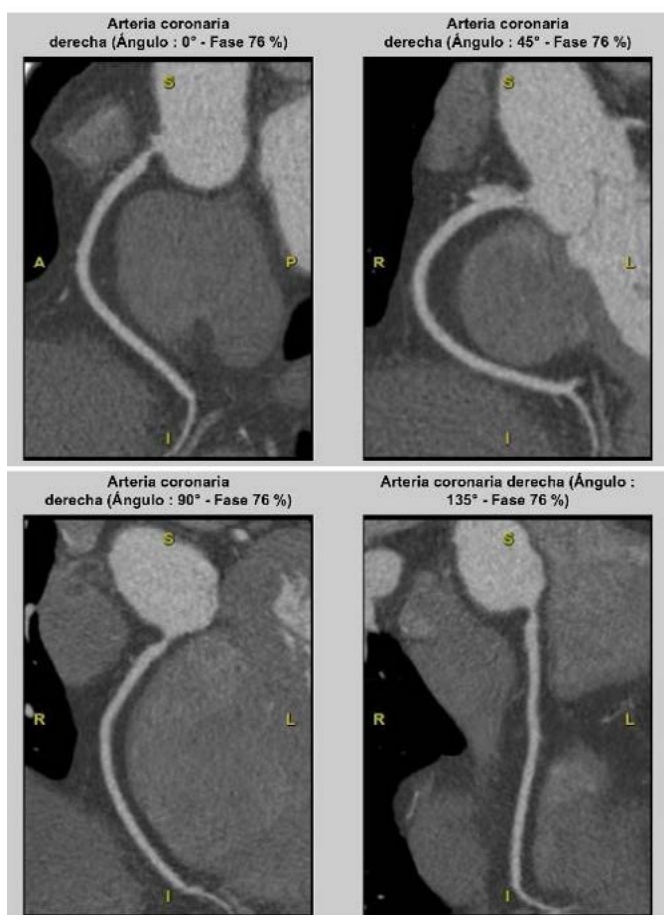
Reconstrucción obtenida a partir de una tomografía computarizada coronaria, identificándose en la CD estenosis significativa.
